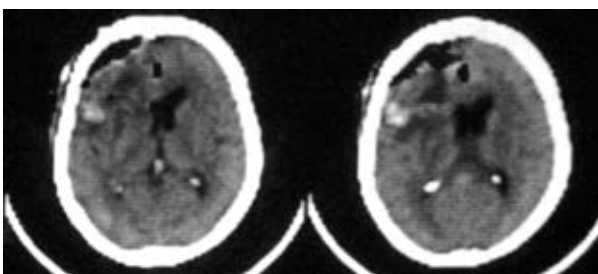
Післяопераційна комп'ютерна томограма головного мозку хворої М. (пояснення у тексті)
